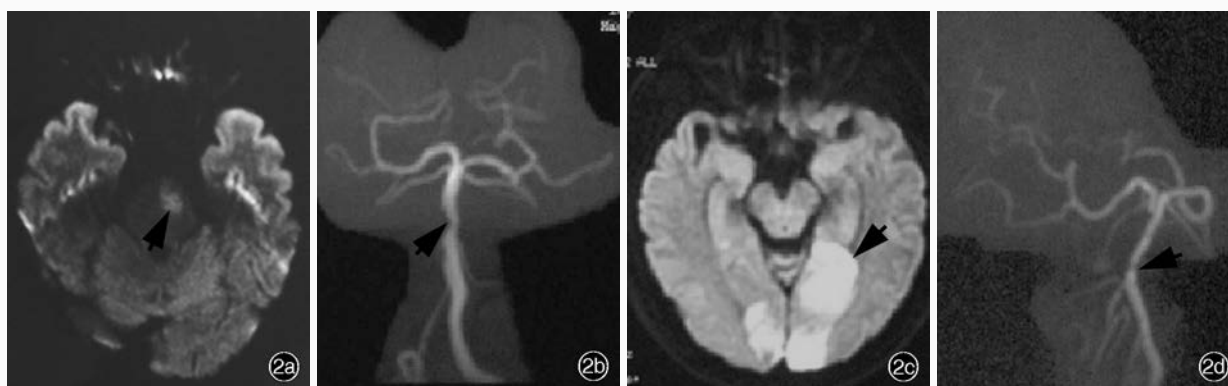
溶栓治疗前后影像学检查所见 2a 溶栓治疗前横断面 DWI 显示脑桥偏左异常高信号(箭头所示) 2b 溶栓治疗前 MRA 检查提示,右侧椎动脉纤细,基底动脉粗细不均匀(箭头所示) 2c 溶栓治疗后 24 h 横断面 DWI 显示,脑桥偏左、双侧小脑半球异常高信号(箭头所示) 2d 溶栓治疗后 24 h MRA 检查提示,右侧椎动脉纤细,基底动脉局限性狭窄(箭头所示)
